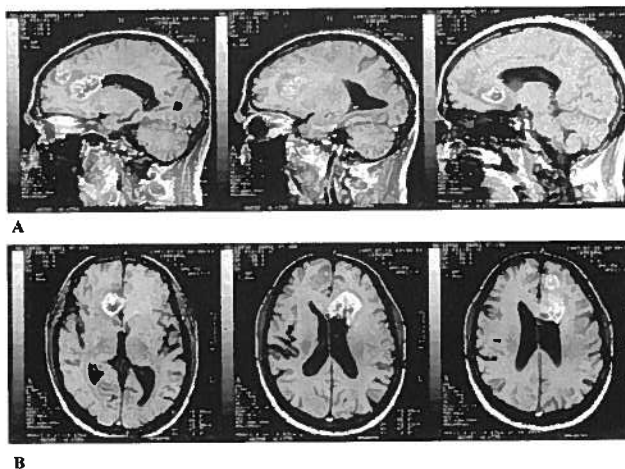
RMN-CE (T<sub>1</sub>) revelando múltiplas lesões de sinal intermédio, com realce heterogéneo, periférico, após a administração de produto de contraste (gadolínio), com áreas centrais de hipossinal, e localizadas a nível periventricular anterior esquerdo com envolvimento do ramo esquerdo do forcepes anterior, córtico-subcortical frontal interna e posterior direita, frontal interna esquerda, por diante da lesão periventricular. (A) – Corte sagital; (B) – Corte axial.
